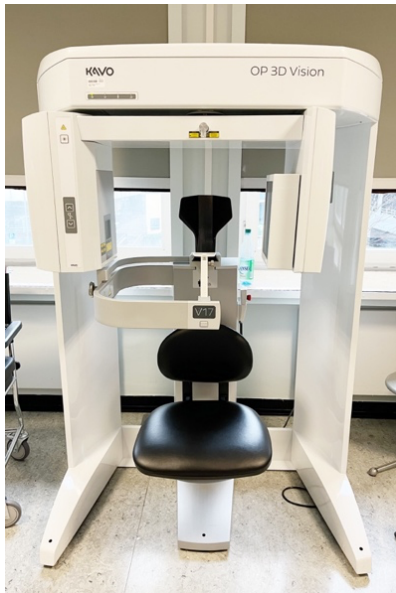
Das OP 3D Vision, welches in der Röntgenabteilung der Klinik und Poliklinik MKG der Universitätsmedizin der Johannes Gutenberg-Universität Mainz steht
